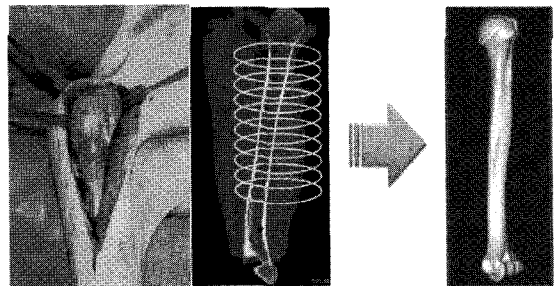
Construction of 3D Korean Humeral Bone Model based on Korean Cadaveric CT Images
